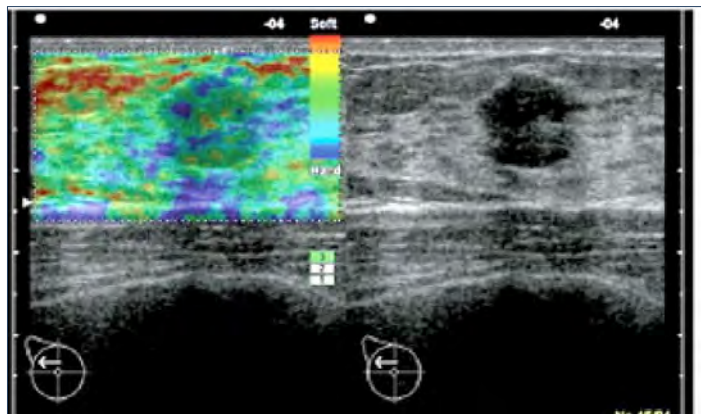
Ejemplo de estudio de elastosonografía.
